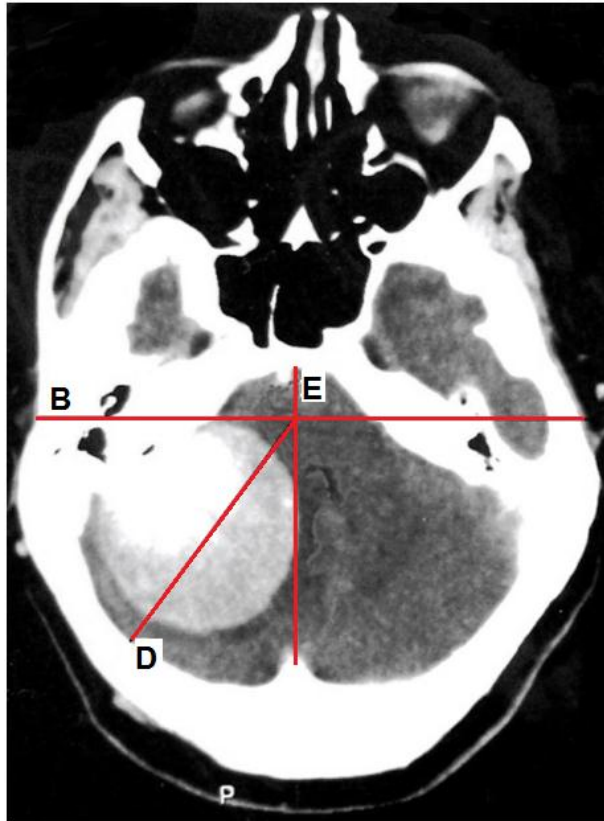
Пациентка Р. (и/б 23659-14), (КТ в аксиальной проекции), гигантская менингиома задней грани пирамиды височной кости справа: Е – срединная плоскость; В – плоскость наружного слухового прохода; D – плоскость середины расстояния между основанием сосцевидного отростка и плоскостью Е
